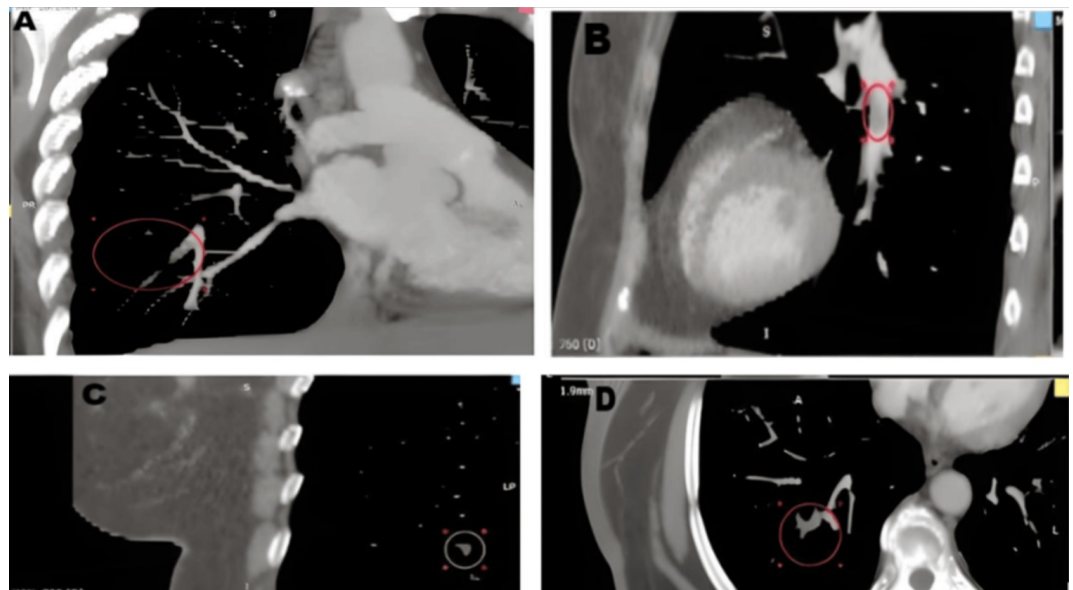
КТ-ангиография легочных артерий.
